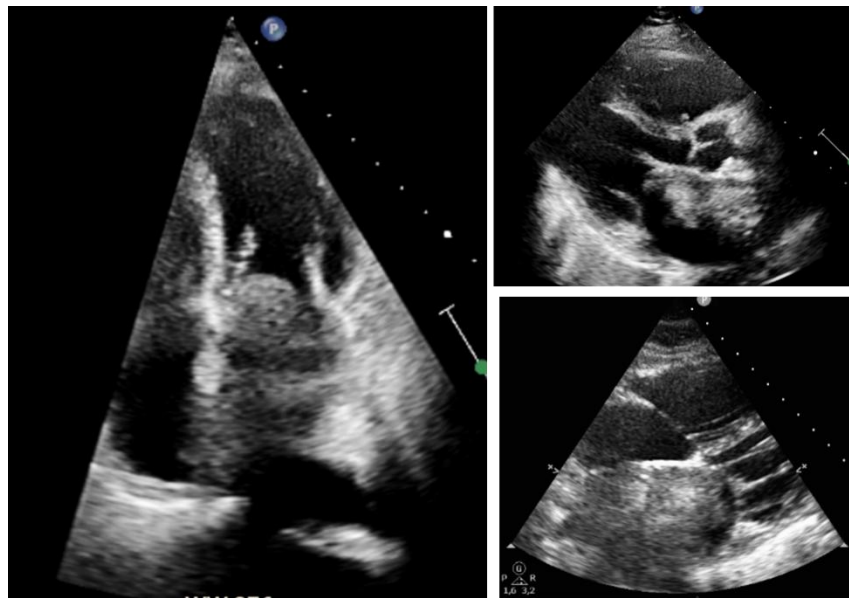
Ecocardiograma transtorácico en que observamos la masa ocupando gran parte de la aurícula izquierda en diferentes planos (4 cámaras, paraesternal eje largo y subxifoideo). Se objetiva además que protruye a través de la válvula mitral generando pseudoestenosis a este nivel.
